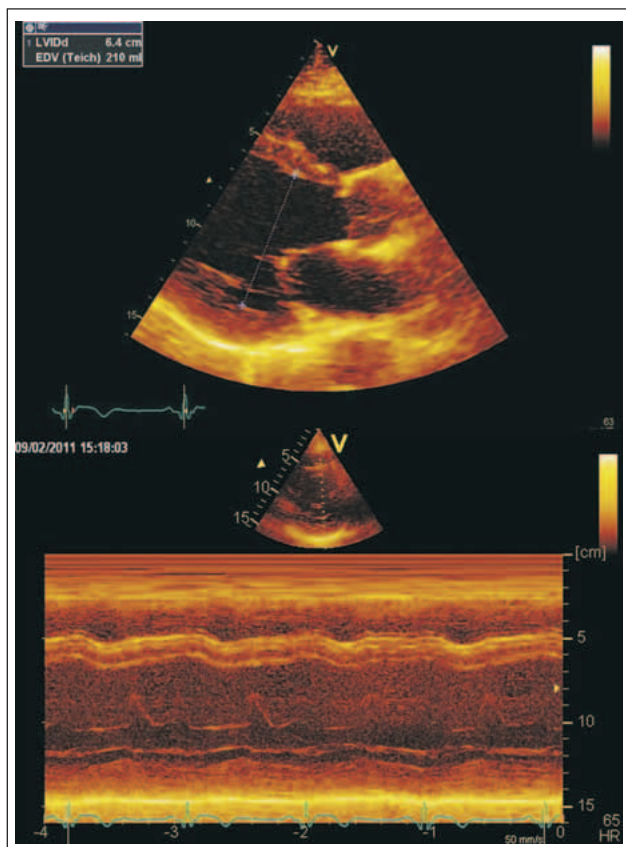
Parasternaler Längsschnitt und M-Mode zur Messung der enddiastolischen Diameter des linken Ventrikels. Diese sollten nur in Ausnahmefällen herangezogen werden, wenn die Bestimmung der Volumina (siehe Abb. 1) nicht möglich ist. Die Umrechnung der Durchmesser in Volumina (Teichholz-Formel) ist nicht zulässig.
